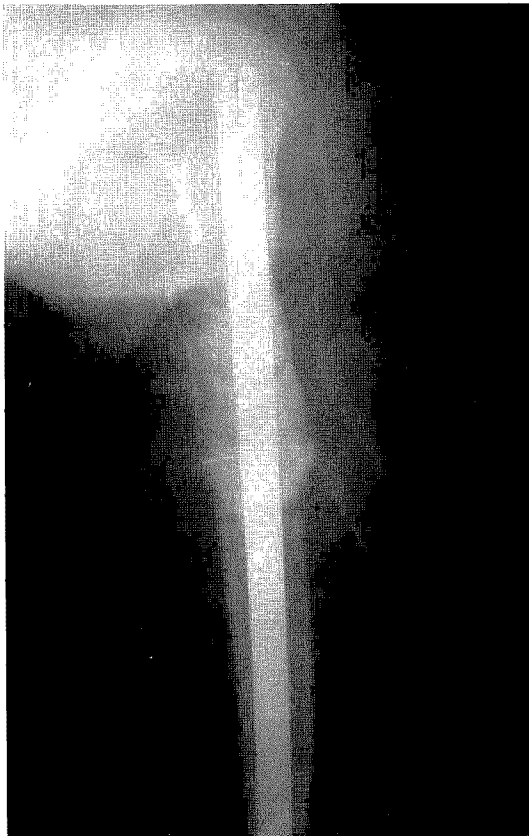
Postoperative radiograph shows internal fixation with 2-Steinmann pins and methylmethacrylate.
